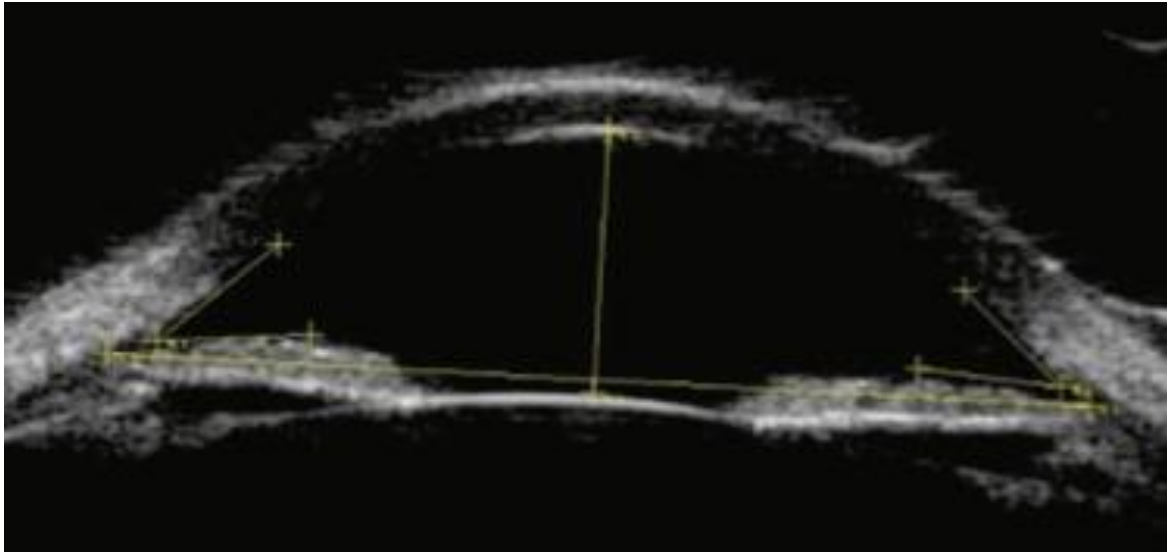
Échographie UBM morphologie normale montrant un angle ouvert .[79]
